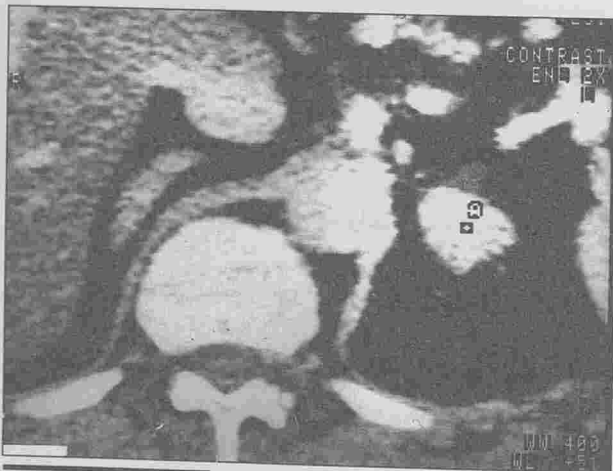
TDM abdominal après injection de produit de contraste Nodule surrénalien gauche de 23 mm.
